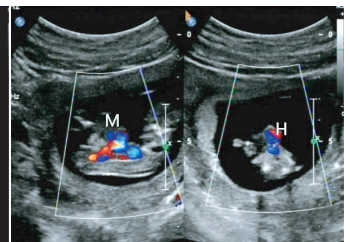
早孕期经腹超声检查示胸腹壁缺损,心脏及部分肠管裸露于羊水中(H:心脏;M:裸露于羊水水中的包块)
